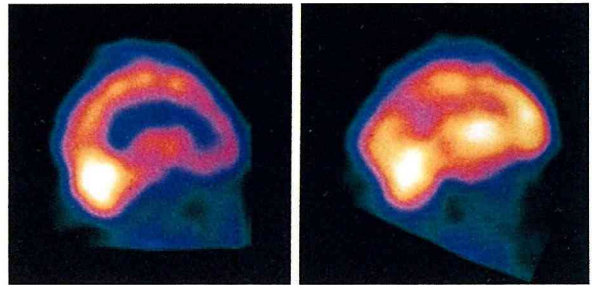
左は症例5 (S.U.) の¹²³I-IMP SPECT。
